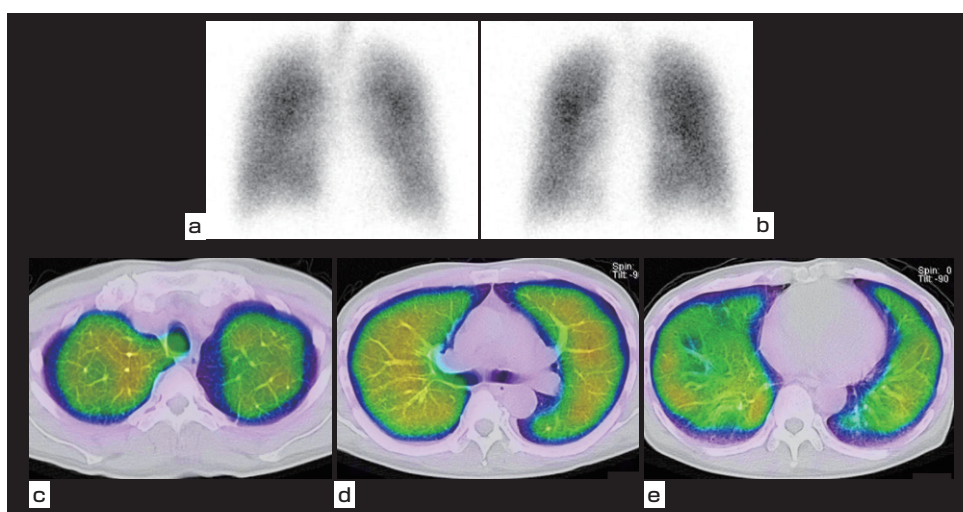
1年後肺換気シンチグラフィ画像 a.平面前面像 b. 平面後面像 c～e. SPECT/CT横断像
